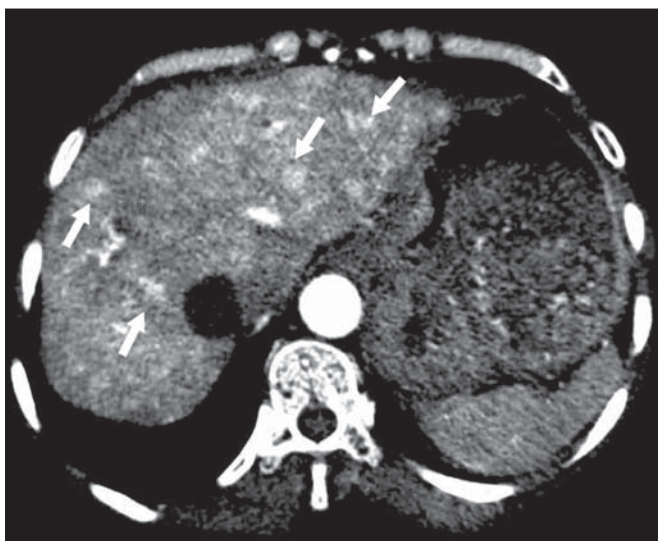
Síndrome de Rendu-Osler-Weber. TC axial, fase arterial, janela óssea para melhor visualização de múltiplos pequenos distúrbios perfusionais hipervasculares (setas), decorrentes de *shunts* intra-hepáticos.
